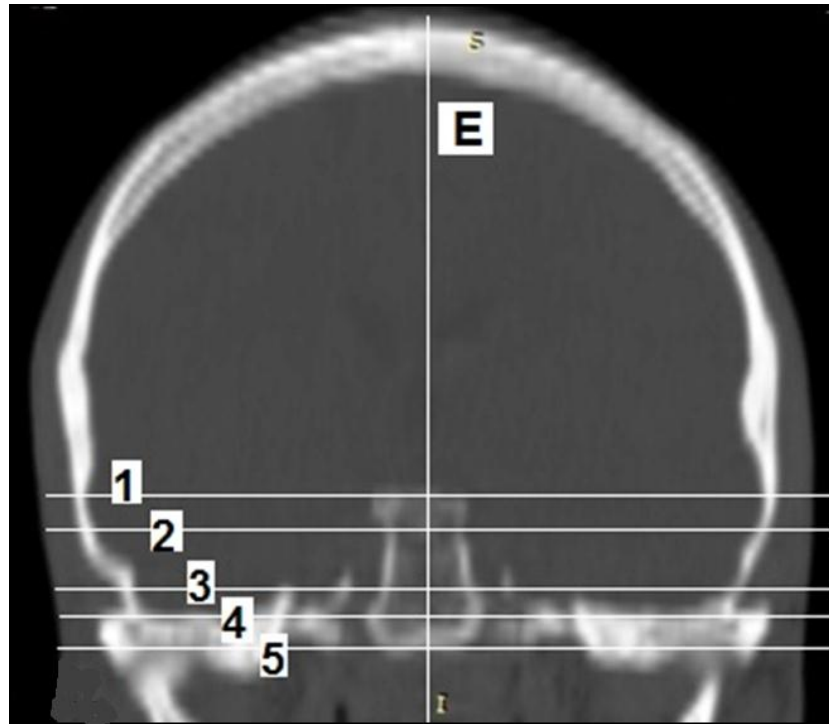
Скит в проекционной схеме на КТ в костном окне во фронтальной проекции: E – сагиттальная плоскость; 1 – плоскость «НАЗИОН»; 2 – плоскость наружного угла глаза; 3 – франкфуртская горизонталь; 4 – плоскость нижнего края наружного слухового прохода; 5 – плоскость основания сосцевидного отростка
